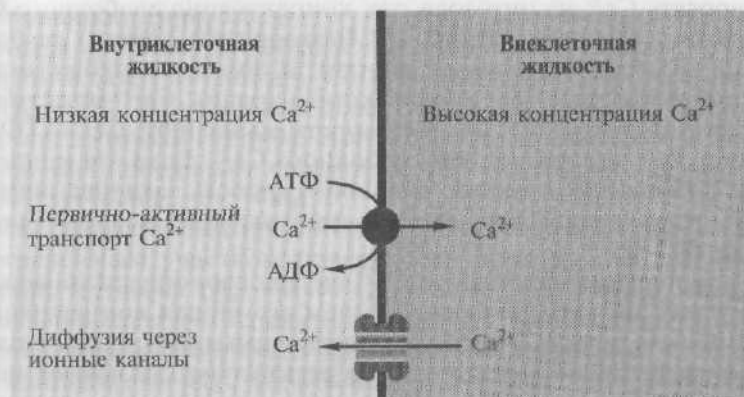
Локализованная в плазматической мембране клеток  $\text{Ca}^{2+}$ -АТФаза транспортирует  $\text{Ca}^{2+}$  из клетки во внеклеточную среду против его концентрационного градиента. По градиенту  $\text{Ca}^{2+}$  поступает в клетку благодаря диффузии через ионные каналы (еще один путь устранения ионов  $\text{Ca}^{2+}$  из клетки против градиента концентрации будет рассматриваться в конце этой главы как вторично-активный транспорт)
